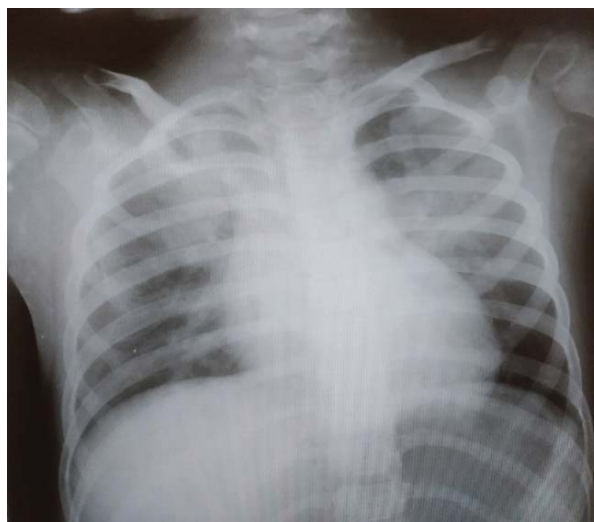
Chest radiography of the patient
